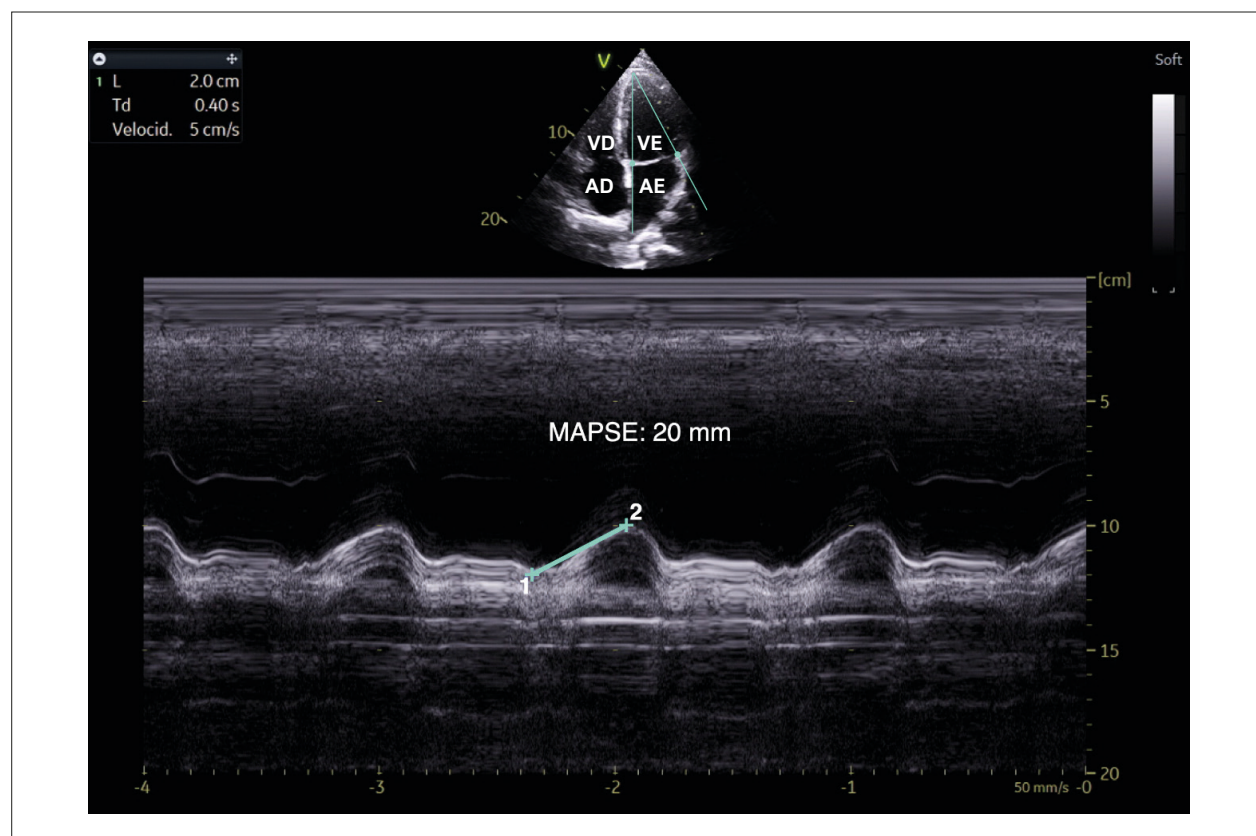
MAPSE calculada a partir do modo M na ecocardiografia bidimensional em paciente atleta, sendo obtido um valor de 20 mm, considerado normal. Fonte: os autores. VD: ventrículo direito; VE: ventrículo esquerdo; AD: átrio direito; AE: átrio esquerdo; MAPSE: excursão sistólica do plano anular mitral.
